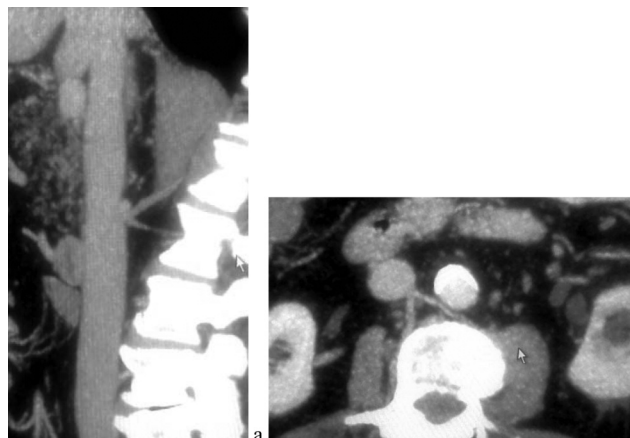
МСКТ нижней полых вены. Варианты слияния поясничных вен инфраренального отдела НПВ. а — сагиттальная реконструкция демонстрирует слияние двух верхних поясничных вен справа. б — аксиальная томограмма представляет слияние первой правой и левой поясничных вен
